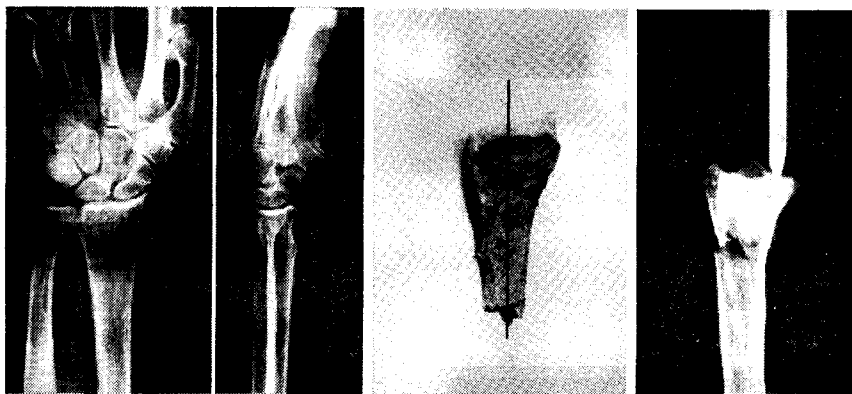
CASO 1. As radiografias da fractura antes da redução (fractura tipo Compressão Axial e grau I de Frykman), a face palmar da peça de necrópsia (mostrando a linha de fractura da cortical palmar, simples e perpendicular ao eixo do osso) e a radiografia de perfil da peça anatômica em posição de redução (a cortical palmar retomou a linha curva e, no dorso, vê-se o vazio ósseo provocado pelo esmagamento irreversível do osso trabecular).
